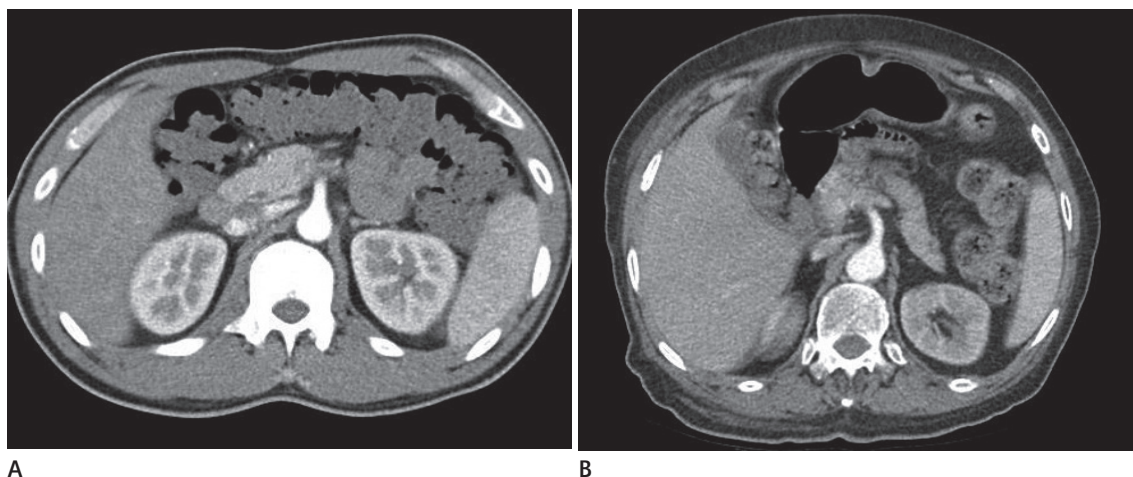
Axial scan of the arterial phase (A, B) of an abdominal CT scan performed with Prosure®300. The overall image quality and enhancement of the superior mesenteric artery, liver, kidneys, and pancreas in (A) were good. Decreased image quality and enhancement of liver, kidneys and pancreas in (B) are present due to a motion artifact. The image quality of (A) was evaluated as 'very good', while that of (B) was evaluated as 'good'.
